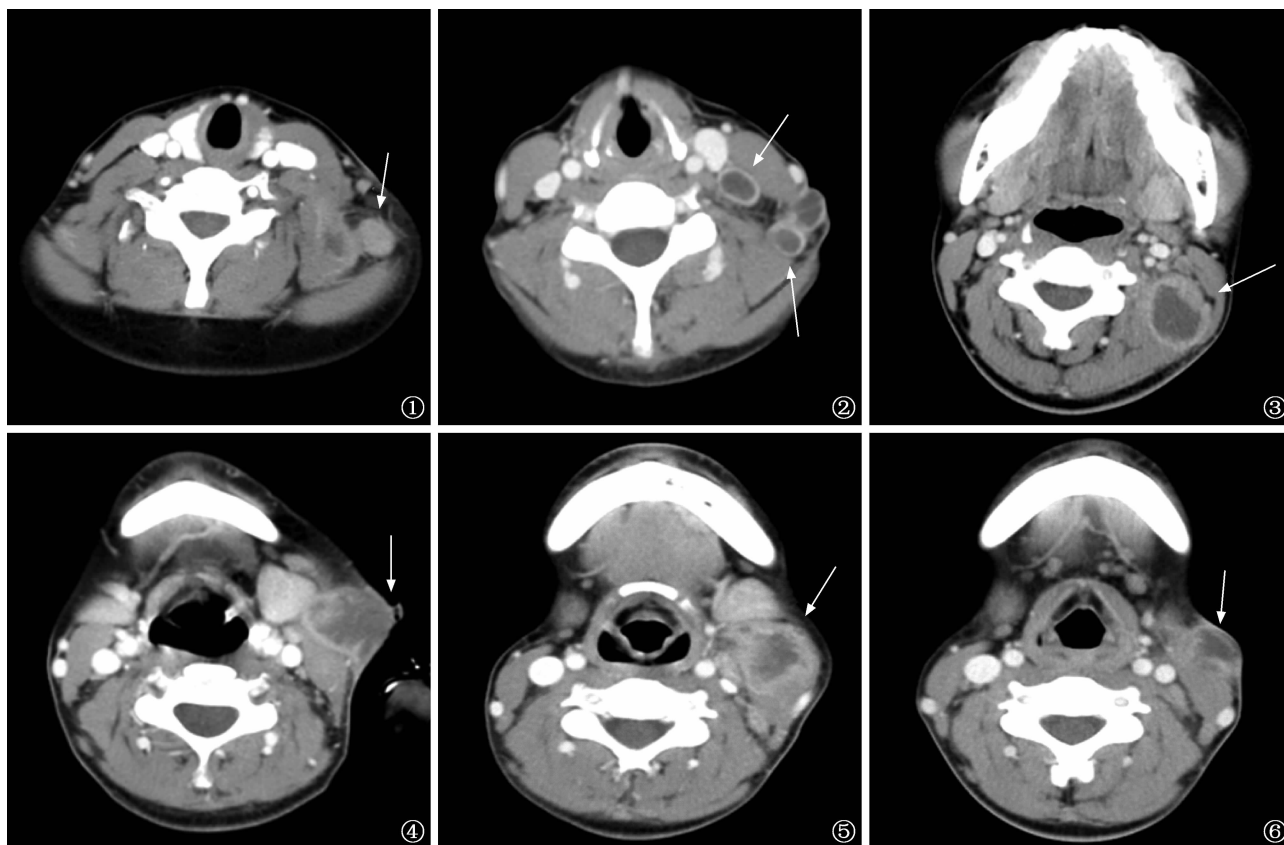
患者,女,25 岁,左侧颈部淋巴结结核,Ⅰ型。左侧颈部 V a 区结节,明显均匀强化,边界清晰,同层面 IV b 区并发Ⅳ型病灶 图 2 患者,女,33 岁,左侧颈部淋巴结结核,Ⅱ型。左侧颈部 II b、III 区出现多个肿大淋巴结,边界尚清晰,边缘呈环状强化,中心呈低密度区无强化,周围脂肪间隙尚清晰 图 3 患者,女,28 岁,左侧颈部淋巴结结核,Ⅲ型。左侧颈部 II b 区出现不规则的大单房淋巴结,边缘模糊,环状强化,内可见分隔及中心低密度坏死区,周围软组织肿胀,分界不清晰,周围脂肪间隙消失 图 4 患者,女,22 岁,左侧颈部淋巴结结核,Ⅳ型。左侧颈部 II b 区存在密度混杂的不规则淋巴结,边界不清晰,边缘不规则强化,多房及分隔状强化,可见分隔及中心低密度坏死区,病灶侵犯胸锁乳突肌,周围脂肪间隙不清晰,可见通向皮肤表面的窦道形成 图 5、6 患者,女,20 岁,Ⅲ型。图 5 为术前 CT 增强扫描图像,显示左侧颈部 II a、II b、III 区多发淋巴结肿大伴融合;图 6 为复发后 CT 增强扫描图像,发病部位及强化方式同术前,显示左侧颈部病灶较前缩小,但 I a、I b 淋巴结数目较前增多,体积增大
